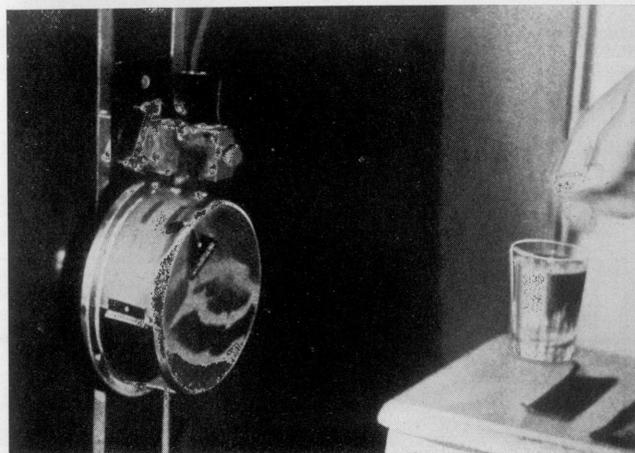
Il conteggio delle tracce fornisce esattamente il tempo di posa. La lunghezza delle due strisce brune indica esattamente l'angolo di rotazione eseguito dall'ammalato durante la presa radiografica
